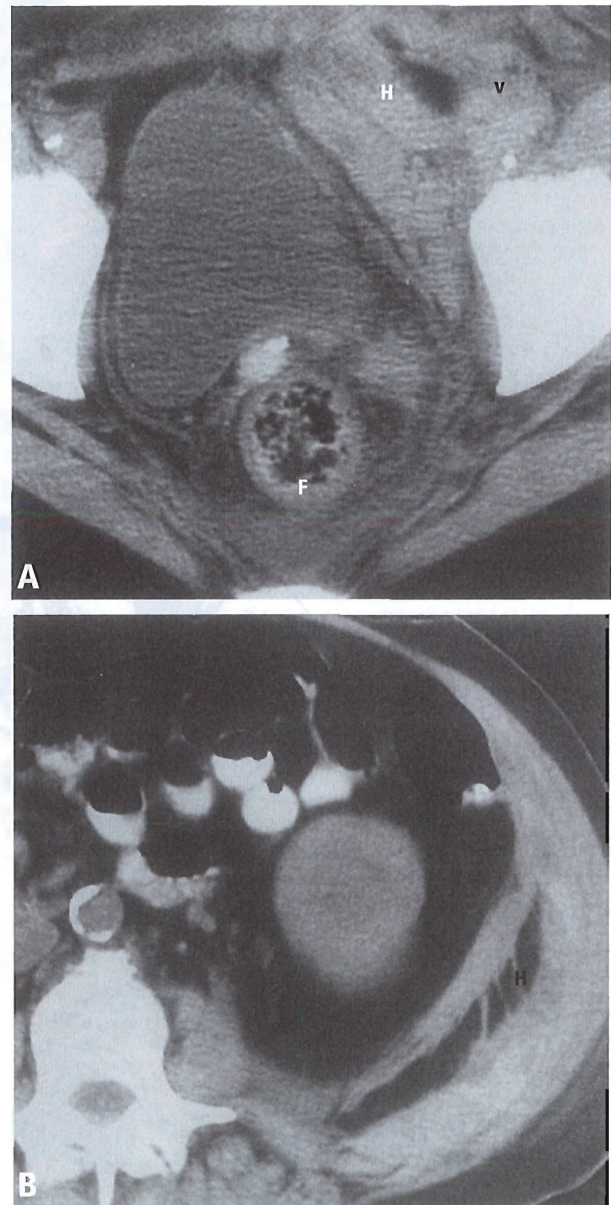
Hematoma extraperitoneal asociado a cateterismo vascular femoral y anticoagulación. A, La TC muestra el hematoma (H) en el lado izquierdo del espacio prevesical contactando y oscureciendo los vasos femorales izquierdos (v). El líquido (F) está también presente en la extensión retrorrectal presaca del espacio prevesical. B, La TC muestra que el hematoma (H) implica también al espacio pararenal posterior izquierdo. [kø]
